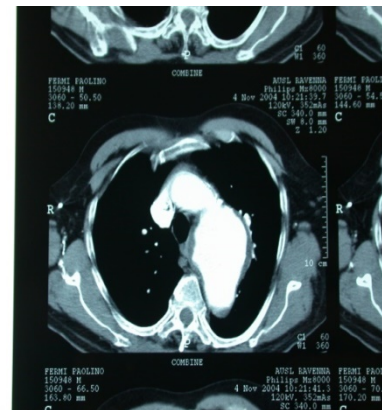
Angio-TC aorta toracica aneurismatica
